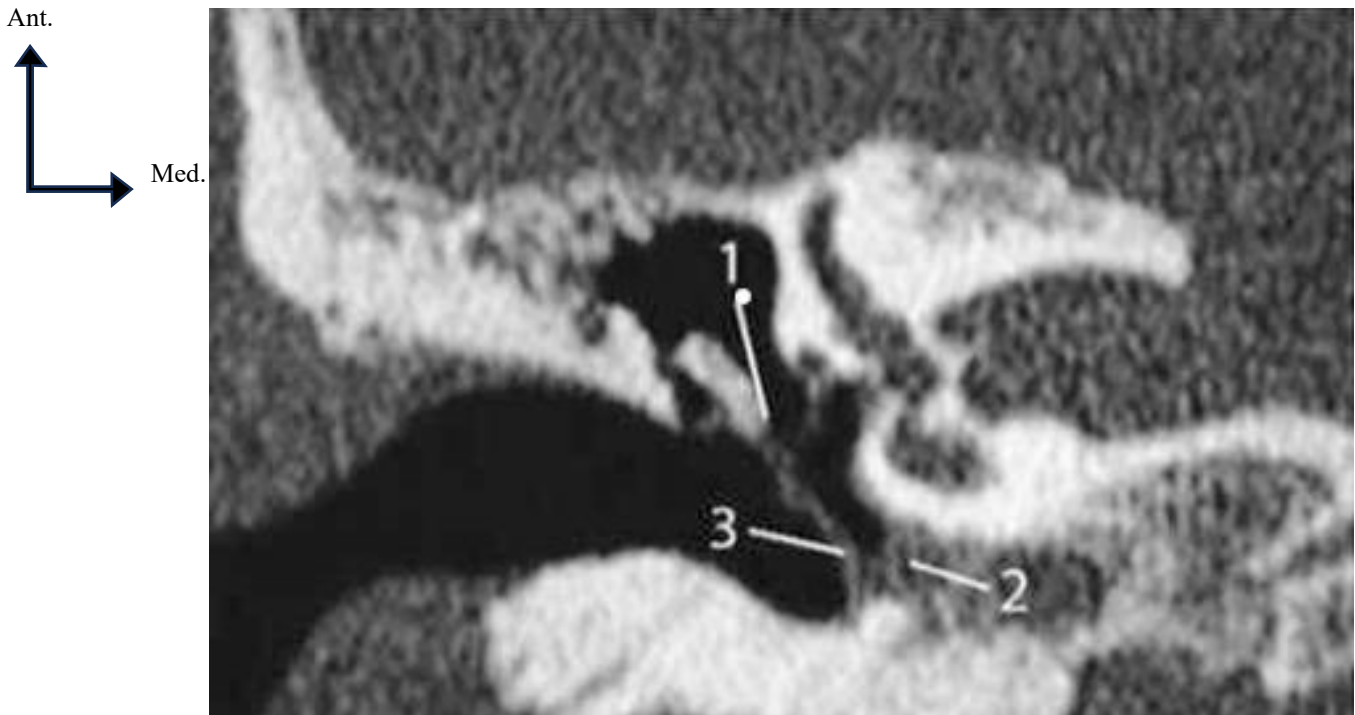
Otite chronique. Images en bande et en cadre. TDM, coupe coronale. (1) Lyse de la longue apophyse de l'enclume ; (2) comblement en bande de l'hypo-tympan : (3) épaississement de la membrane tympanique. [17]
